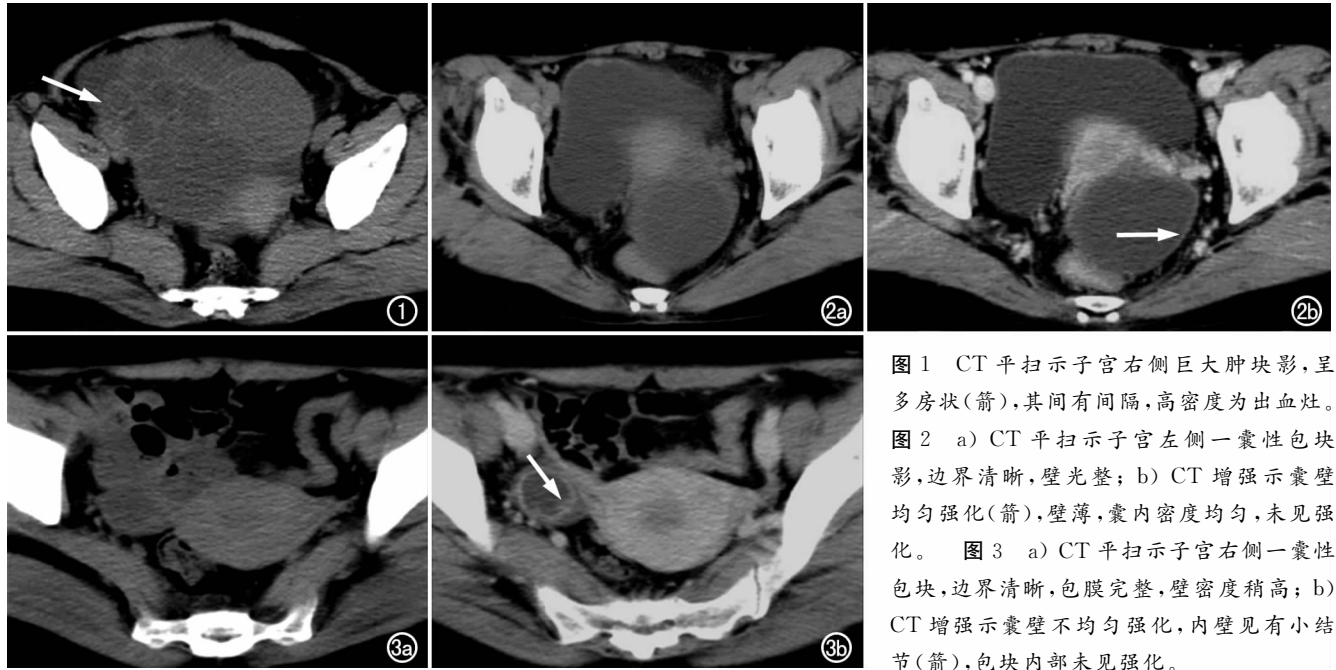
CT 平扫示子宫右侧巨大肿块影,呈多房状(箭),其间有间隔,高密度为出血灶。图 2 a) CT 平扫示子宫左侧一囊性包块影,边界清晰,壁光整; b) CT 增强示囊壁均匀强化(箭),壁薄,囊内密度均匀,未见强化。图 3 a) CT 平扫示子宫右侧一囊性包块,边界清晰,包膜完整,壁密度稍高; b) CT 增强示囊壁不均匀强化,内壁见有小结节(箭),包块内部未见强化。
